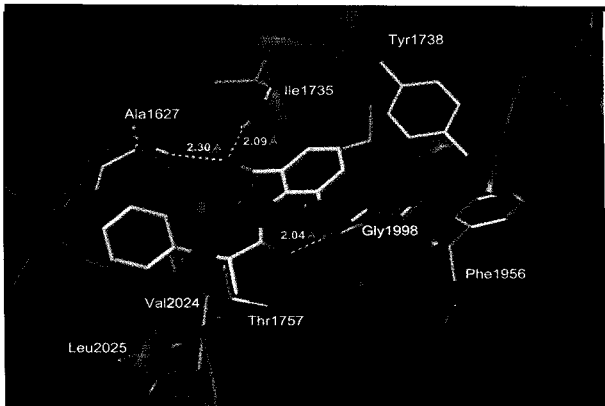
Predicted binding mode and docking pose between designed substrate (P9) and active sites in CT domain of ACCase. H-bonds (Yellow dot line) and its distances between two atom pairs are displayed.
